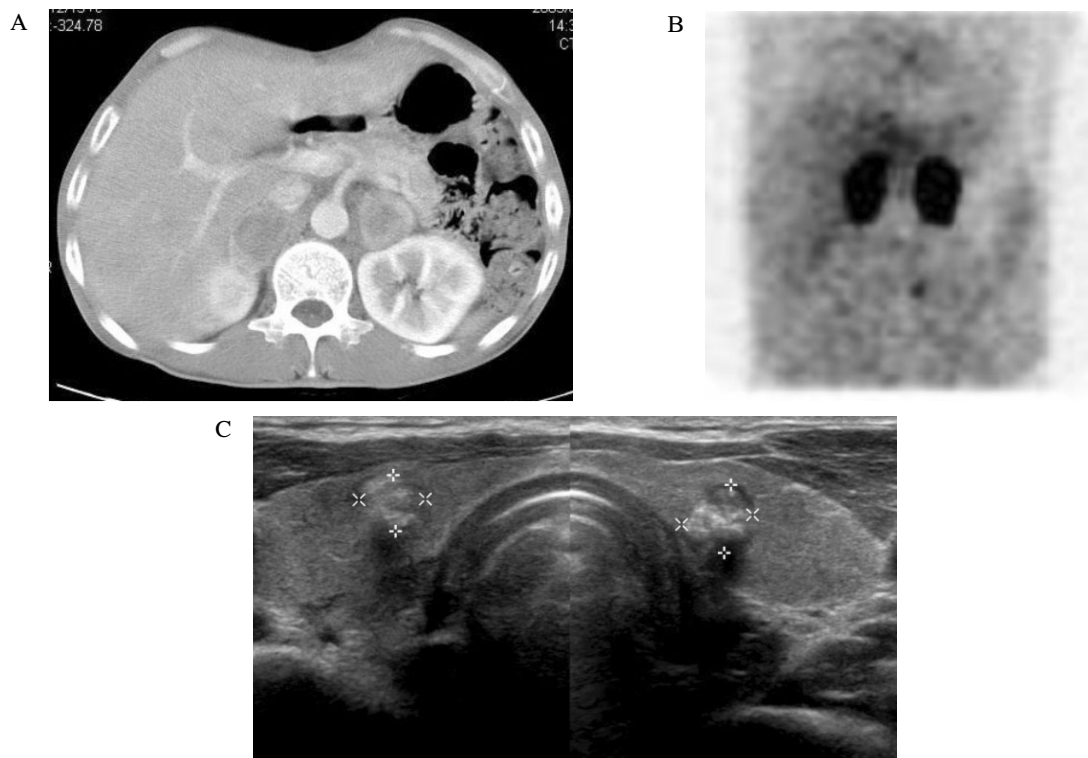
Adrenal CT scan shows huge mass in both adrenal glands (A). I-131 MIBG scan shows bilateral adrenal uptake with no evidence of metastasis (B). Ultrasound sonogram shows heterogeneous hyperechogenic solid nodules with dense calcification and posterior acoustic shadowing in the both thyroid (C).
